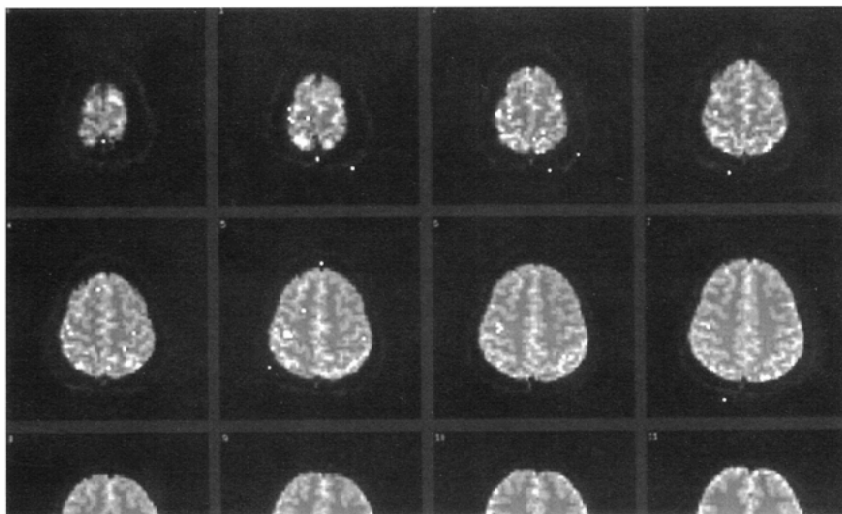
Real time functional MRI software provides motion-corrected whole brain activation maps as soon as the scan ends and indicates that the examination has been successful.
